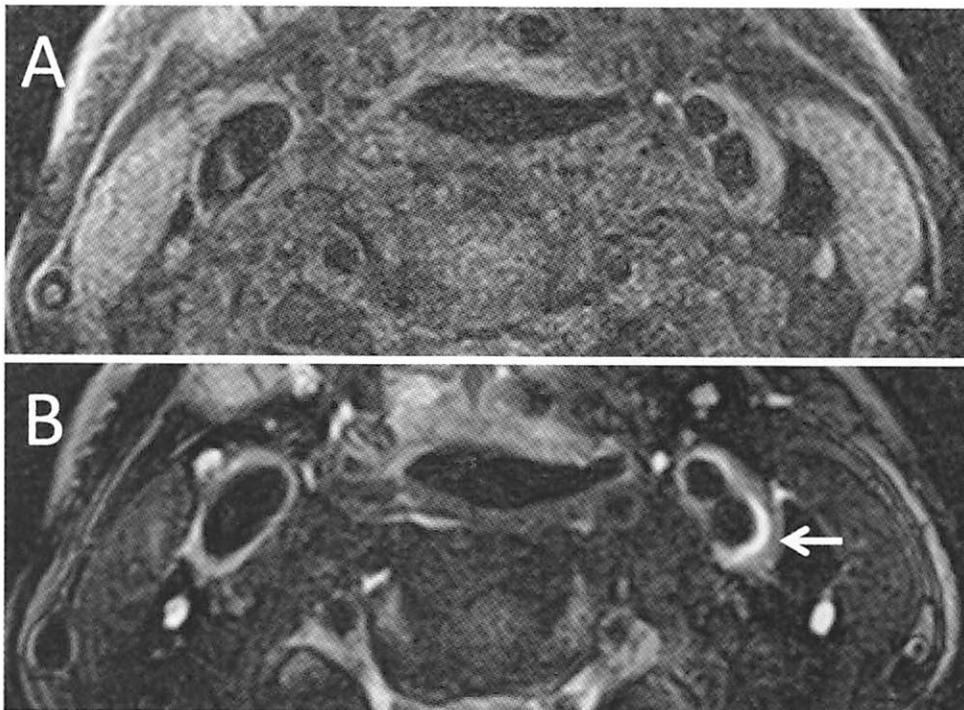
MRI Black Blood imaging T1 強調画像(A)， T2強調画像(B)
